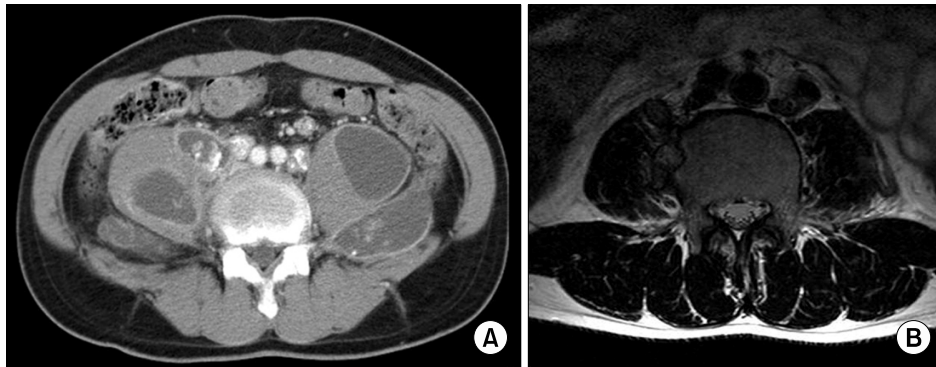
(A) Abdomen dynamic CT show multiple large necrotic regions in both psoas muscle and well enhancing calcified enlarged lymph nodes in both iliac chains. Both psoas muscles diffusely enlarged with bulging contour due to multiple psoas abscess. Abdominal dynamic CT also shows communication between the calcified, enhancing lymph node and the right psoas abscess, (B) T2-weighted axial image show multiple psoas abscess and focal bony erosion at right lateral aspect of L4 body. The focal bony erosion at L4 body may be due to inflammation of psoas abscess.
